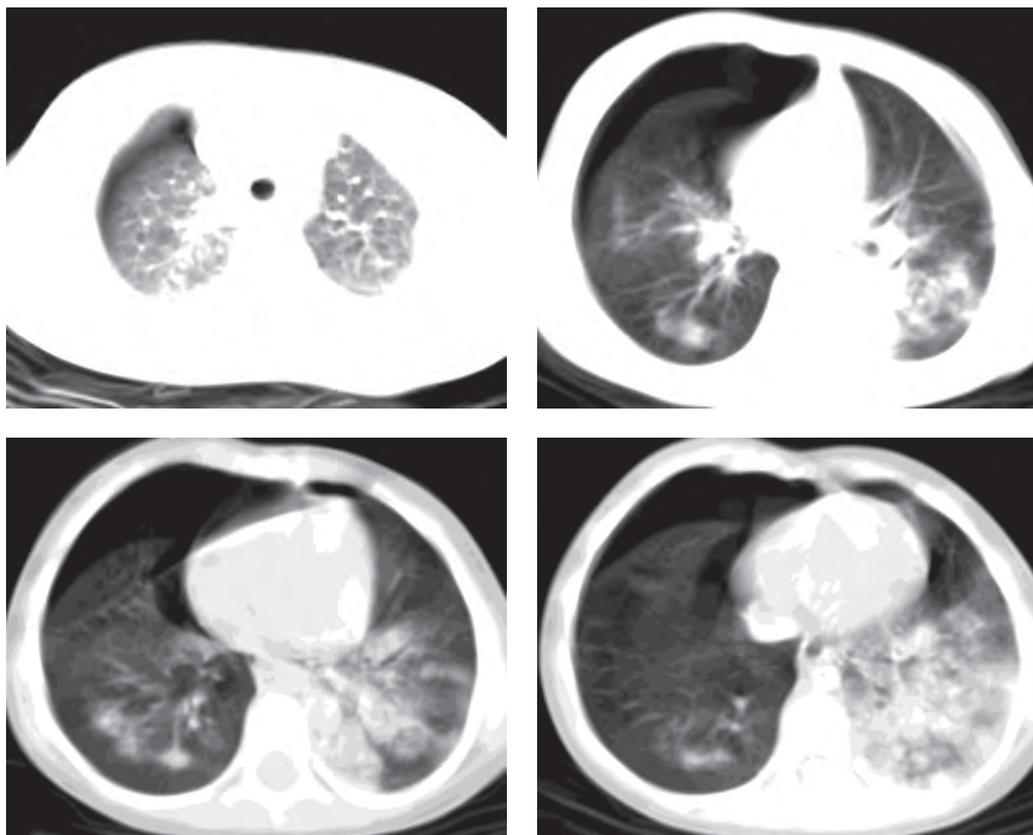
КТ, нативные срезы. Падение с высоты. Двусторонний пневмоторакс и инфильтраты слева сливного характера (кровоизлияния в паренхиме).
